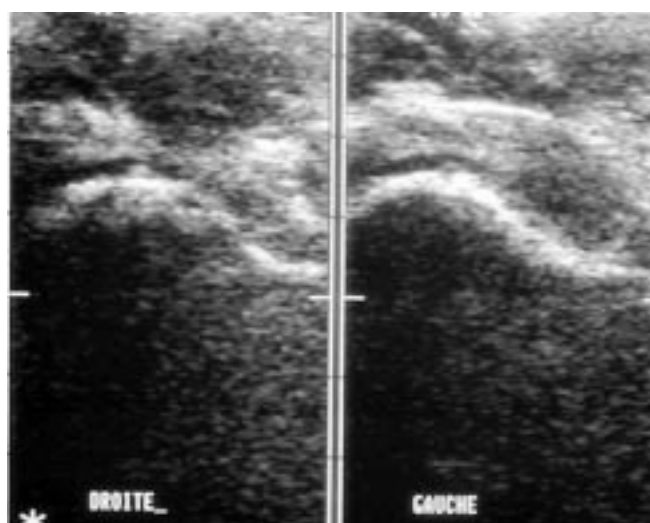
Boiterie gauche. L'échographie est normale à droite et montre un épanchement net à gauche avec aspect échogène du liquide. Il s'agit d'un rhume de hanche
